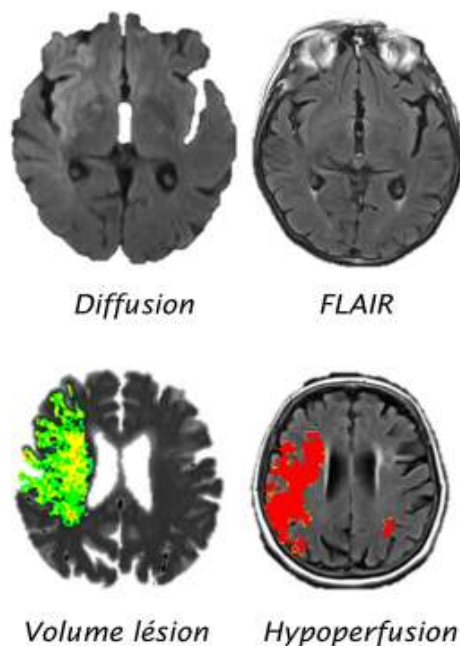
Accident vasculaire cérébral (AVC) récent avec une hyperintensité dans le territoire insulaire droit en diffusion et une imagerie normale en FLAIR.
